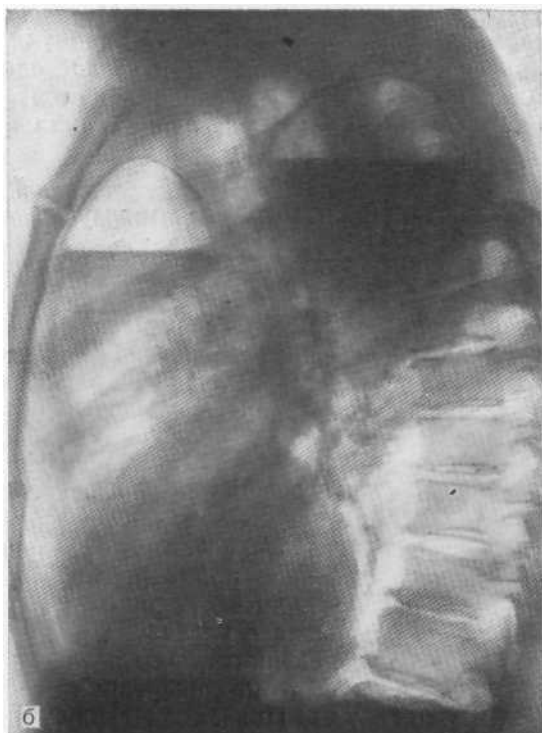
Обзорная рентгенограмма (а) и рентгенограмма в боковой проекции (б). Острый гнойный медиастинит с прорывом в трахею. На фоне средостения видны горизонтальные уровни жидкости и газа.
